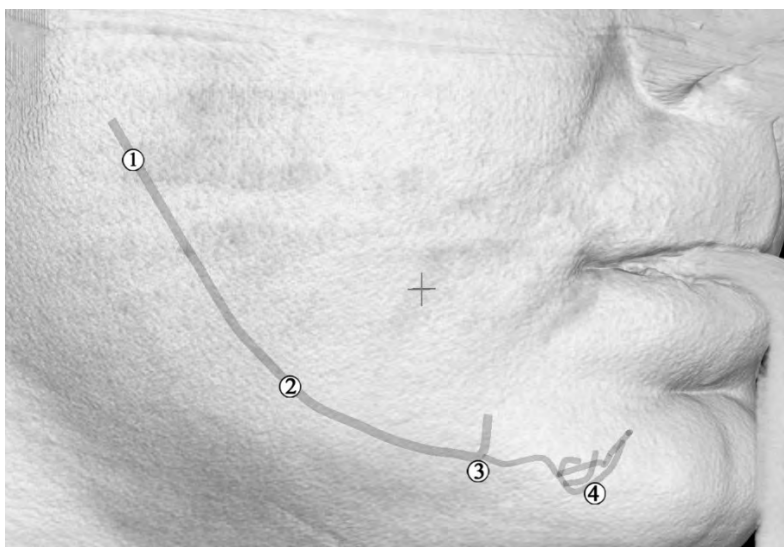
Комп'ютерна томограма з реконструкцією правого НКН чоловіка 54 років: 1 – позаканальний відділ НКН; 2 – внутрішньоканальний відділ НКН; 3 – підборідний відділ НКН; 4 – різцевий відділ НКН
